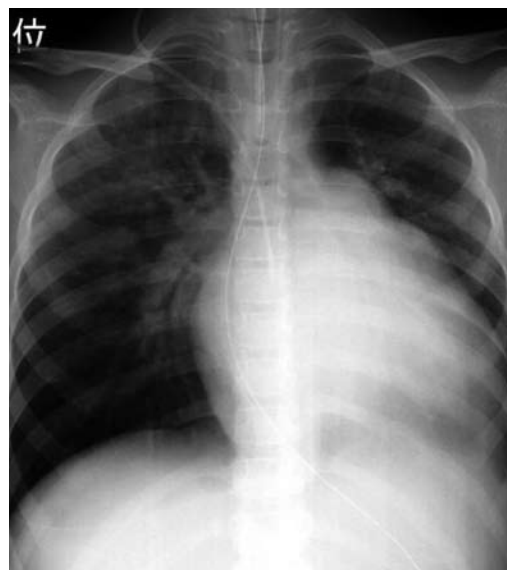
Case 2: Chest radiography before implantation of the left ventricular assist device.
